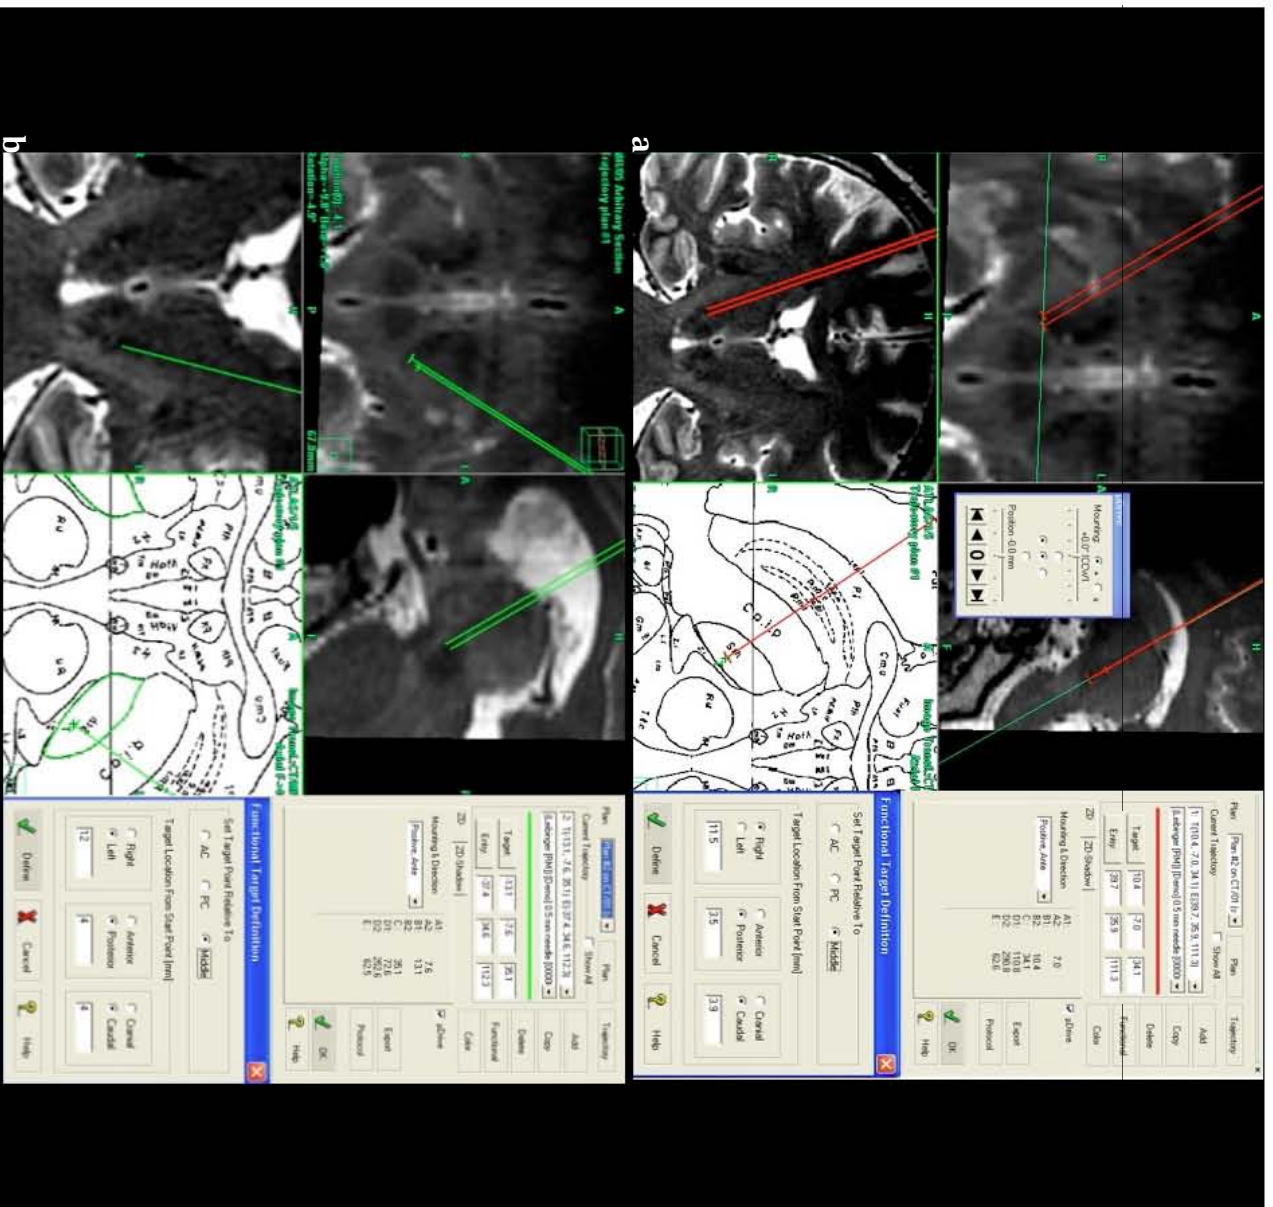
Imágenes de RM en donde se inicia la planeación del blanco estereotáxico, siguiendo los parámetros anatómicos conocidos para la localización del NST; aquí se define la línea intercomisural (línea AC-AP)
